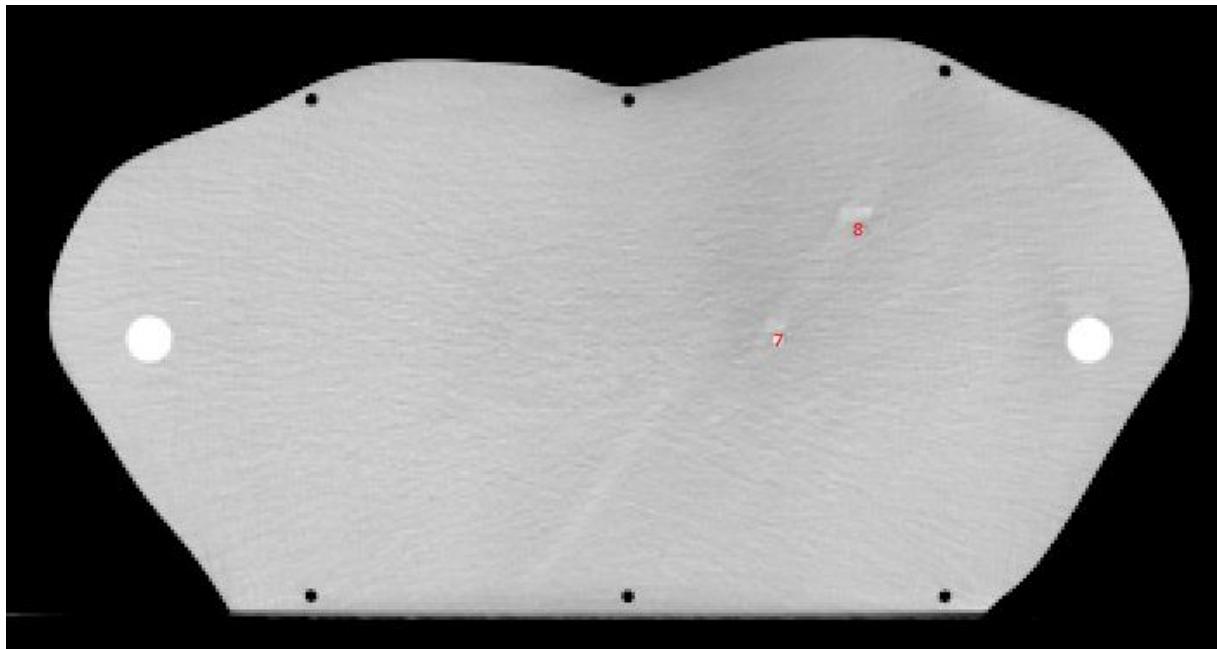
Dosimeterposisjoner CT-snitt 1 i lungefantomet.
